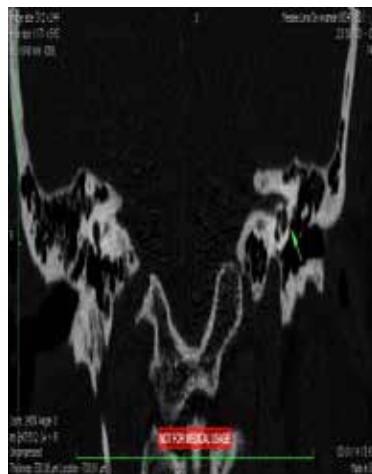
TC mastóide coronal
